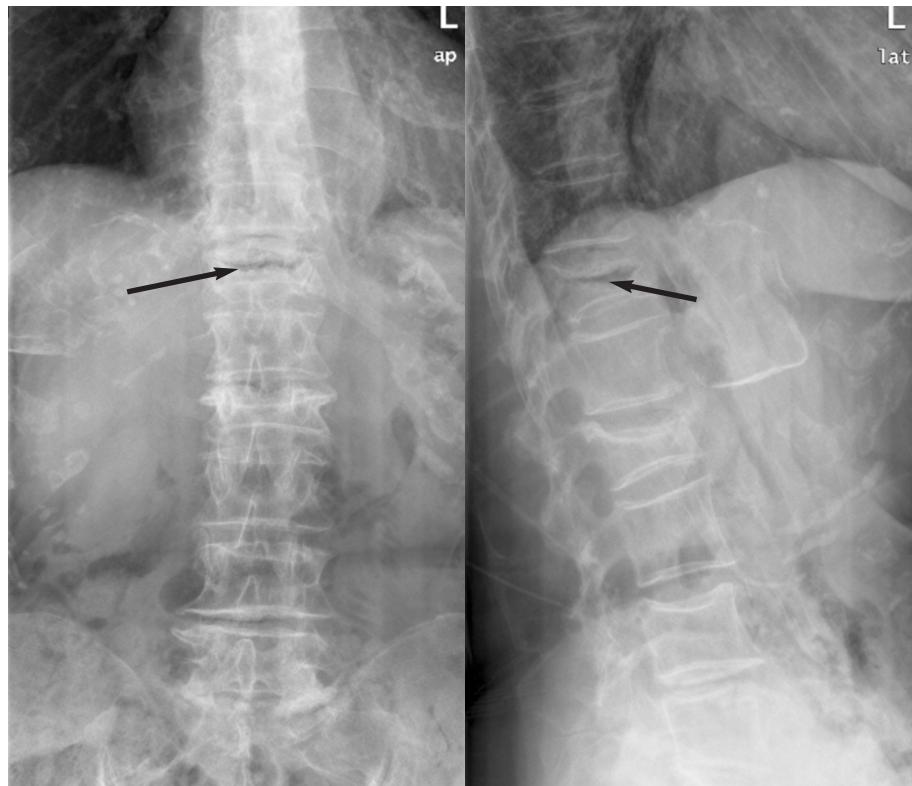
Radiografía de columna dorsolumbar AP (izquierda) y lateral (derecha) en la que se aprecia el fenómeno del vacío intervertebral (flechas) en la vértebra D12.
